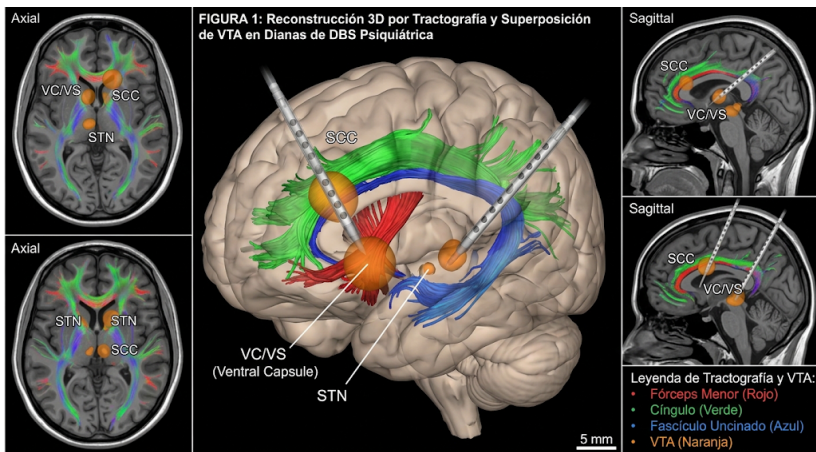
Imagen de RM con reconstrucción 3D por tractografía mostrando la posición de los electrodos en las dianas principales (VC/VS, SCC, STN) con el Volumen de Tejido Activado (VTA) superpuesto sobre los haces de sustancia blanca (fórceps menor, cíngulo y fascículo uncinado).
